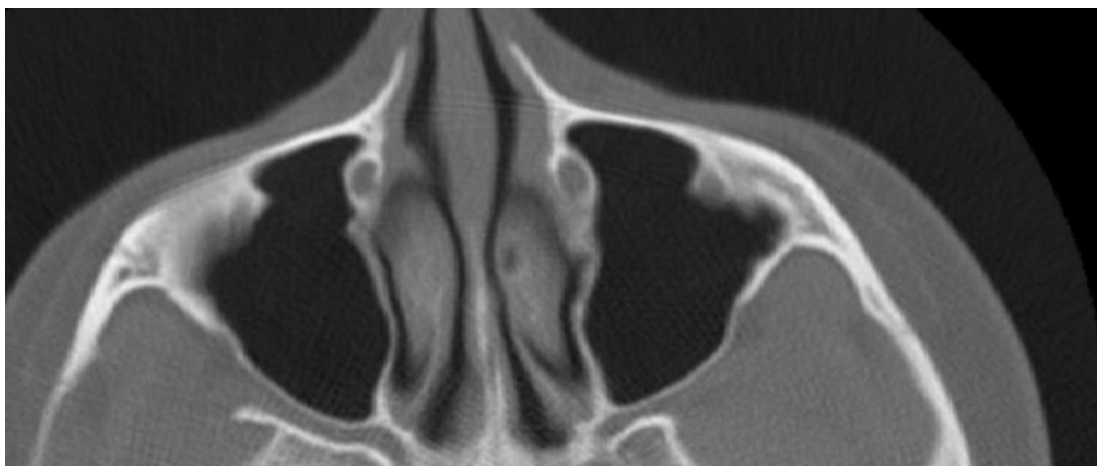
СКТ Аксіальний зріз та коронарні реконструкції. Види заглиблень (кишені) верхньощелепної пазухи. Вилічне заглиблення.
